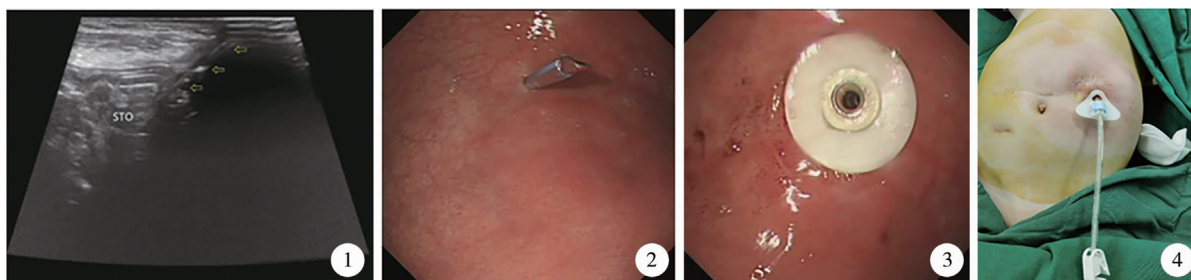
超声辅助经皮内镜下胃造瘘术患儿术中超声图 注 箭头示套管针穿刺入腹壁及胃壁;STO:胃 图2 超声辅助经皮内镜下胃造瘘术患儿术中图 注 内镜下见套管针穿刺入胃腔 图3 超声辅助经皮内镜下胃造瘘术患儿内镜下造瘘管内固定盘片贴紧胃壁 图4 超声辅助经皮内镜下胃造瘘术患儿术后留置胃造瘘管
